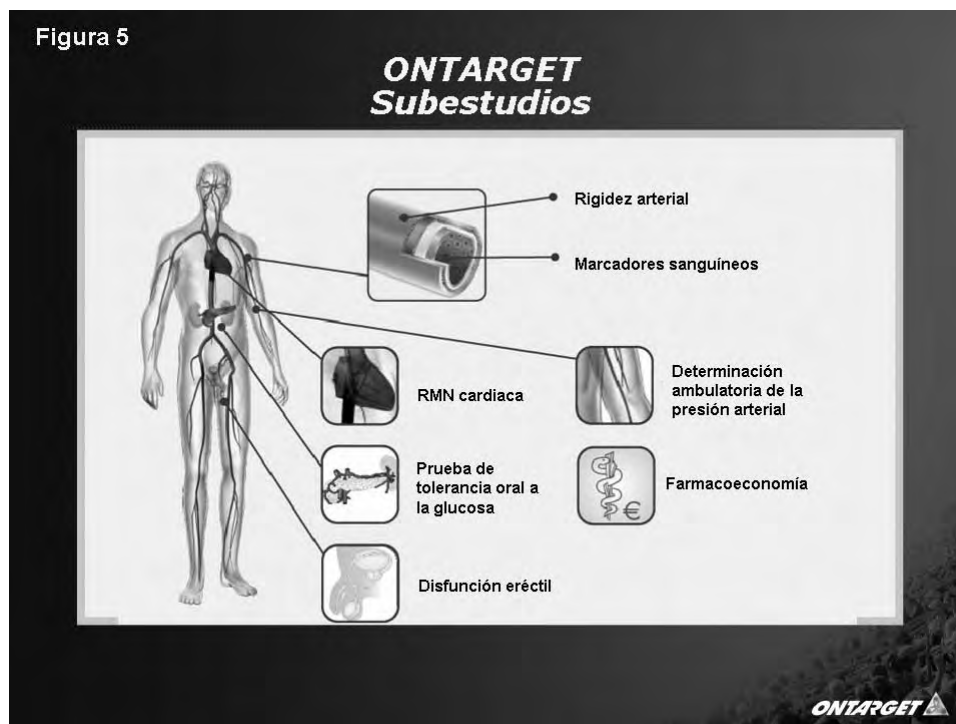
Relación los subestudios efectuados y que ilustran sobre modificaciones en la rigidez arterial, marcadores sanguíneos, resonancia magnética nuclear del corazón, pruebas de tolerancia a la glucosa, disfunción eréctil, determinación ambulatoria de la presión arterial, así como aspectos de fármaco-economía.
